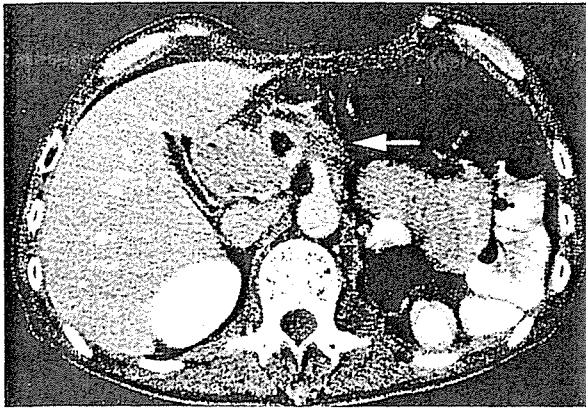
腹部CT(局所再発, 54歳男性, 膵体尾部癌→膵体尾部切除術後2ヵ月)
